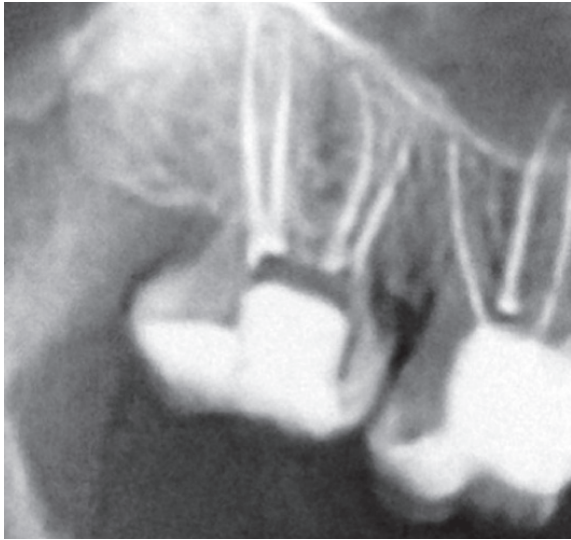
X-ray after filling of root canals
